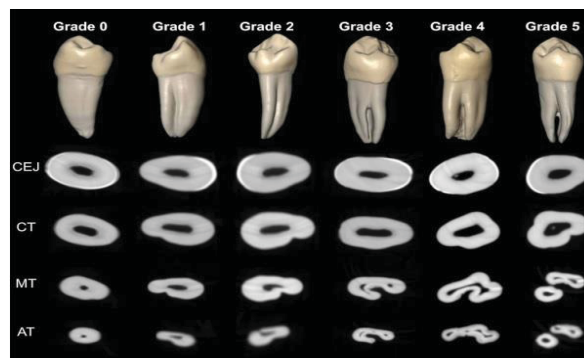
CEJ unión cemento-esmalte; CT tercio cervical; MT tercio medio; AT tercio apical; Imágenes obtenidas con el software CTAn. (58)
